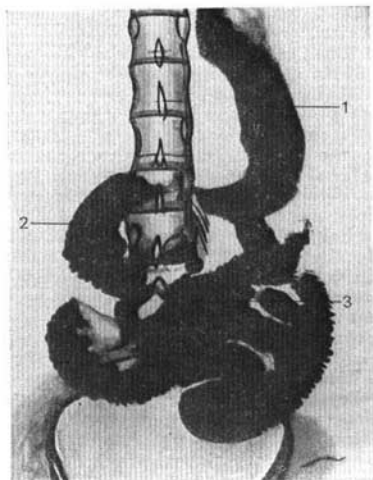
Radiografía de la vía gastrointestinal.
